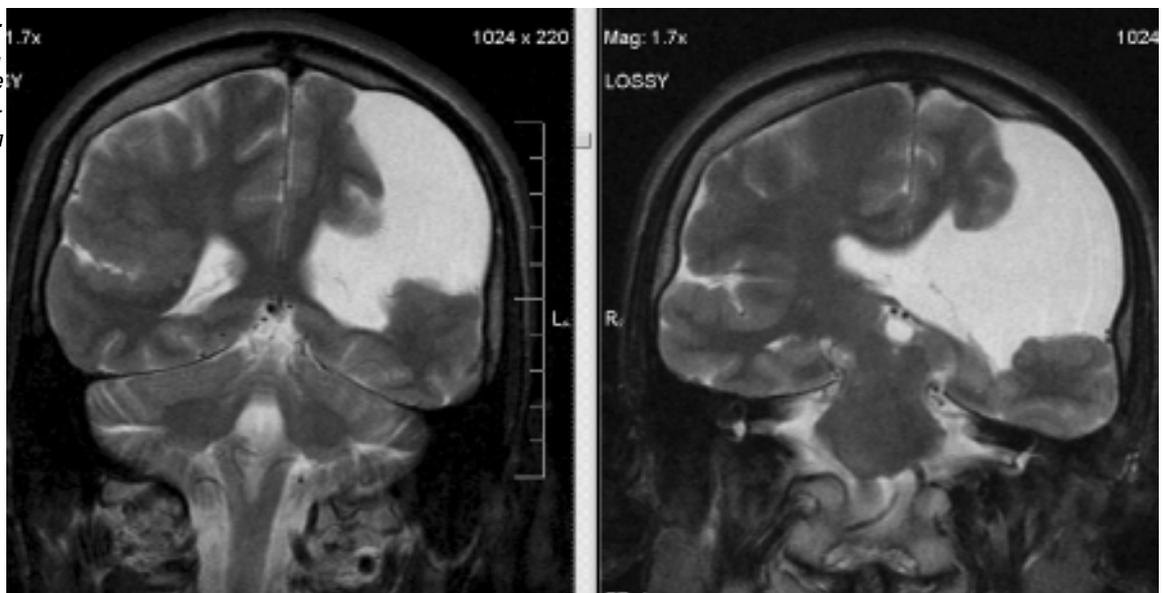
МРТ головного мозга больного И., 23 г.: корональные T2-взвешенные изображения (объяснения в тексте).
